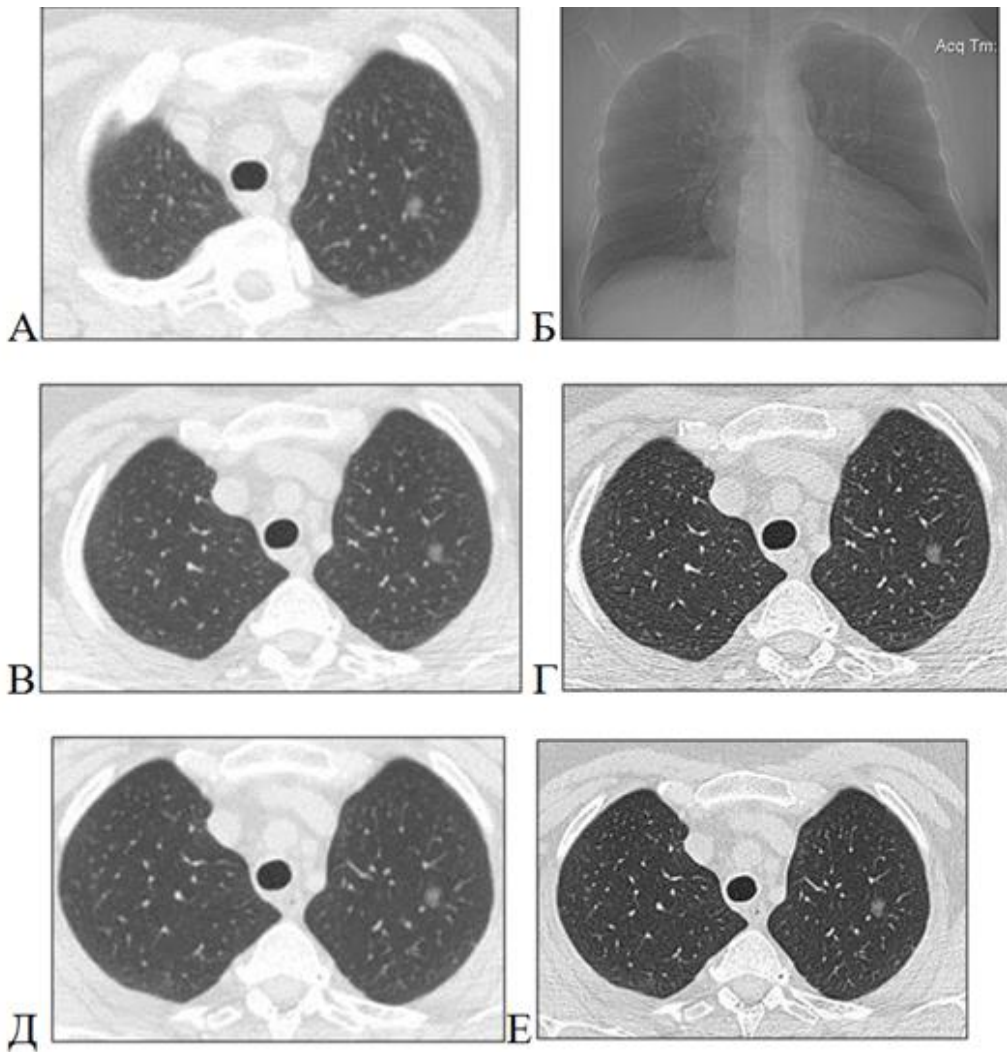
Компьютерные томограммы больной Б., 66 лет, И/Б № 38493/С2018, динамическое наблюдение в 2017 (А, Б), в 2018 (В, Г), в 2019 (Д, Е) годах. В периферических отделах S1-2 динамически сохраняется единичный очаг по типу «матового стекла» с ровными контурами, размерами до 0,9 см.
